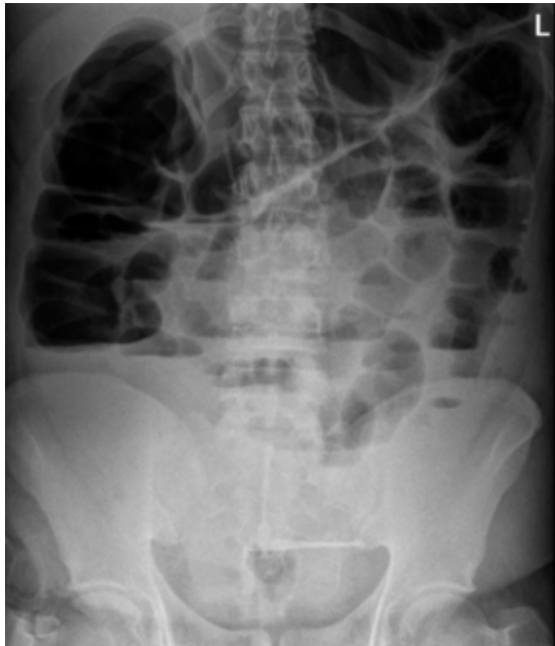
Radiografía de abdomen a su ingreso a urgencias.
